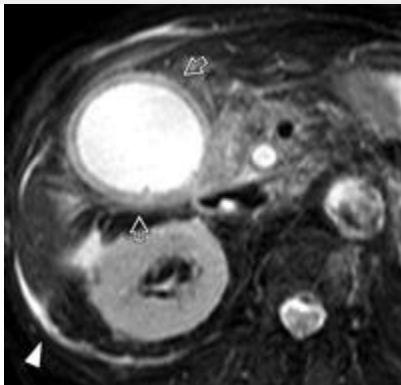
colecistitis aguda alitiásica asociado con adenomiomatosis en un hombre de 54 años de edad con dolor en hipocondrio derecho y fiebre alta. La RM se realizó debido a que el paciente se presentó con síntomas graves y los resultados de Estados Unidos y la TC fueron concluyentes. (a, b) Imagen de una sola sección MR cholangiopancre-atography(a) y coronal imagen fuertemente potenciada en T2 (b) muestran una vesícula biliar distendida con un agrandamiento de Rokitansky-Aschoff sinusal (flecha) en el cuello de la vesícula biliar. (c) Imagen axial fuertemente potenciada en T2 muestra engrosamiento difuso hipointensa de la pared vesicular (flechas abiertas). Hay algo de bilis purulenta (flecha sólida), que al igual que un fango forma una capa inferior y es hipointensa con respecto a la bilis normal. Tenga en cuenta la pequeña cantidad de ascitis alrededor del hígado (punta de flecha).(d) axial supresión de la grasa imagen ponderada en T2 muestra engrosamiento difuso de hiperintensidad de la pared de la vesícula (flechas abiertas), la búsqueda de un indicativo de la inflamación aguda. Es difícil identificar la bilis purulenta en esta imagen. Tenga en cuenta la pequeña cantidad de ascitis alrededor del hígado (punta de flecha).
